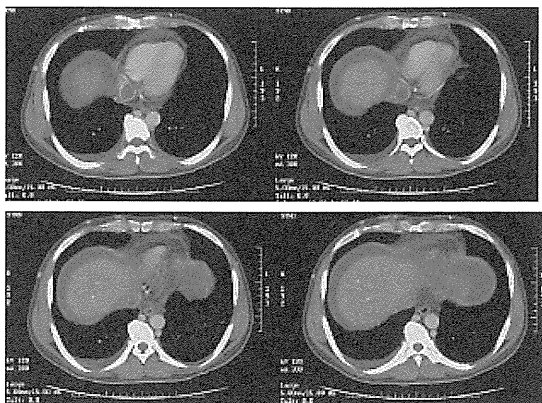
The preoperative enhanced CT showed organized thrombus in right atrium, and occluded IVC.
